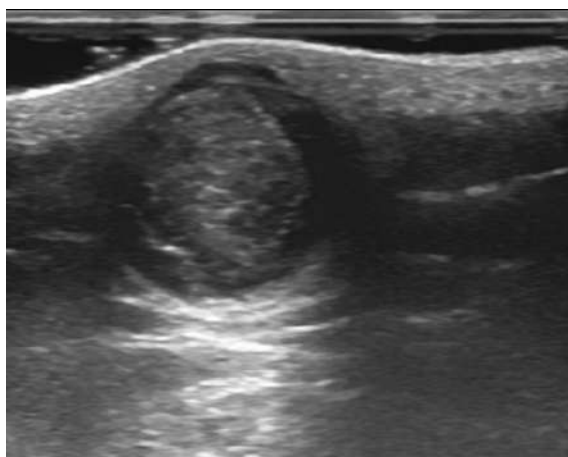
Ultrasonido en corte axial: lesión ecogénica de bordes bien definidos y con reforzamiento acústico posterior, característica de un quiste de inclusión epidérmica.
